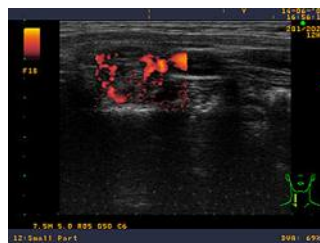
Игла с лазерным излучением. Рис-2 лазерная деструкция узла под контролем УЗИ
